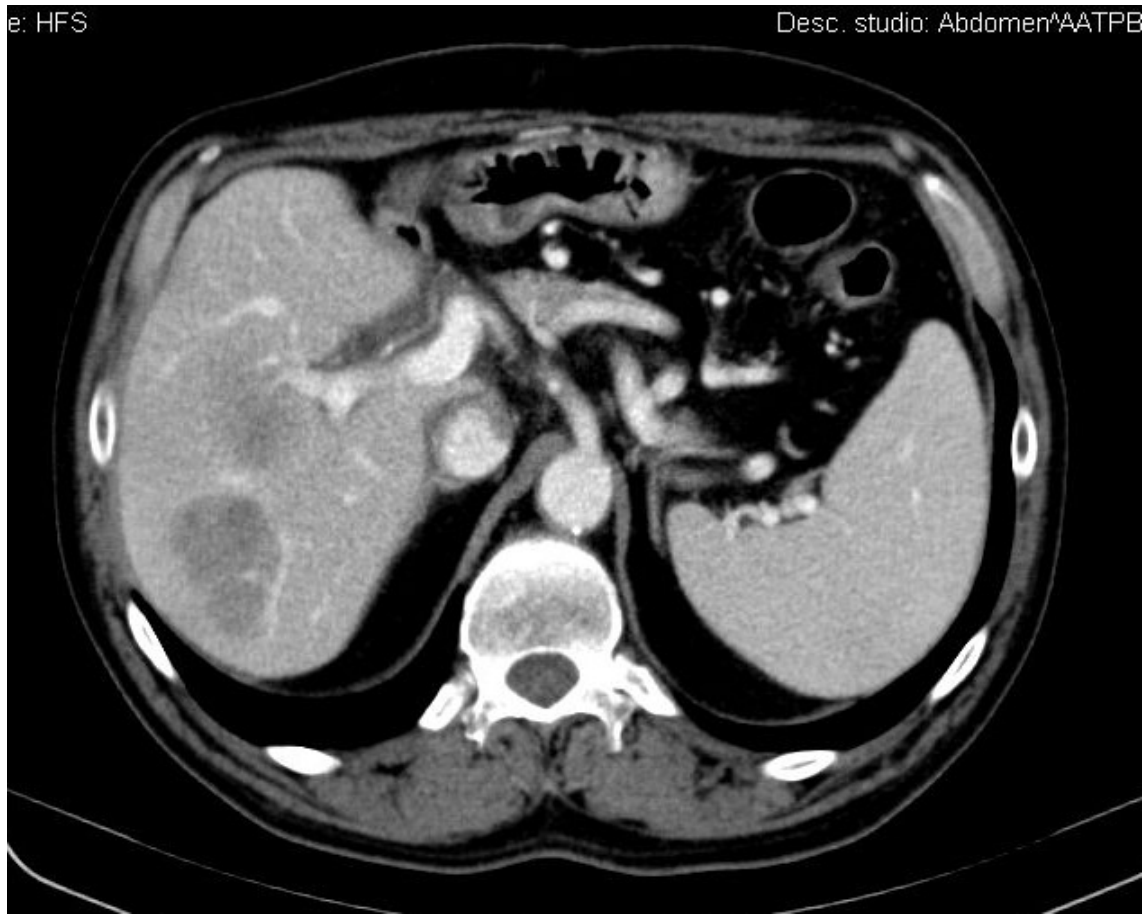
Immagine TC di recidiva intraepatica multifocale di HCC ad 8 mesi dal trapianto in paziente sottoposto ad immunosoppressione standard (tacrolimus + steroidi).
